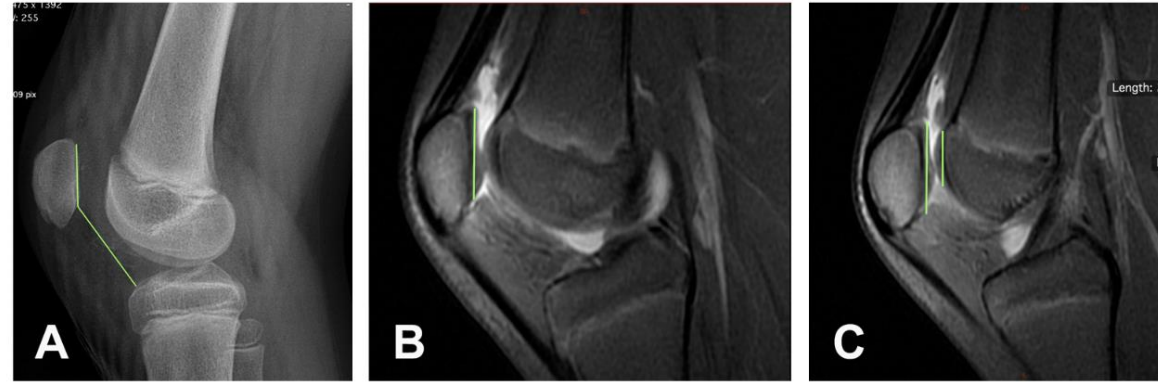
Example of a patient with patellar dislocation and (A) patellar alta in the lateral x-ray (Caton-Deschamps index = 1.66), but (B, C) sufficient patellofemoral engagement in the sagittal MRI views (SPE = 0.88).
